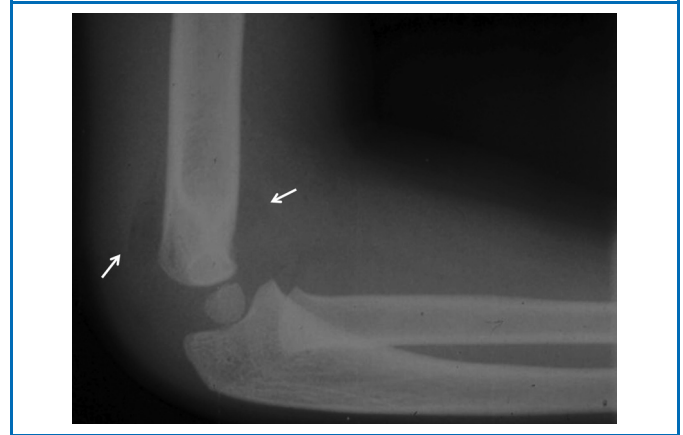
Radiographie du coude de profil : refoulement des lignes graisseuses et disparition du triangle noir en avant de la corticale antérieure de la métaphyse distale de l'humérus signant la présence d'une hémarthrose.
